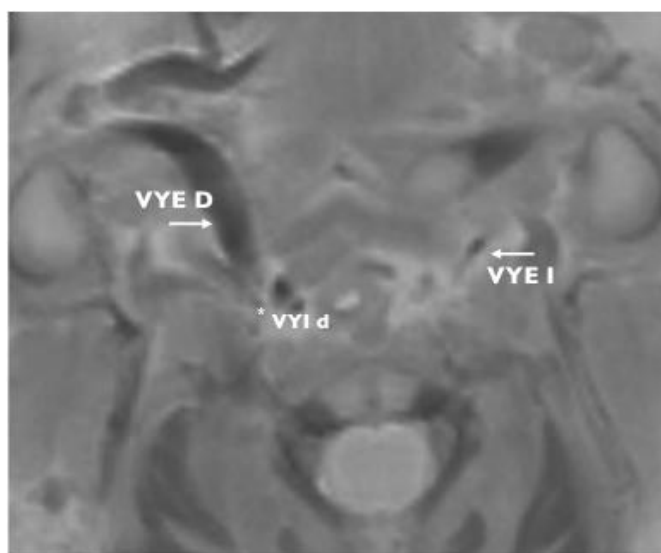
Imagen de RM de un feto con HDC derecha en una sección coronal. Se observa la asimetría en el calibre de ambas Yugulares Externas, con hipoplasia izquierda. Nótase el menor tamaño de la VYID con respecto a la VYED, tal y como se dispone normalmente en la especie murina. VYE D: V:Yugular Externa Derecha. VYE I: Vena Yugular Externa Izquierda. VYI d: Vena Yugular Interna derecha.
